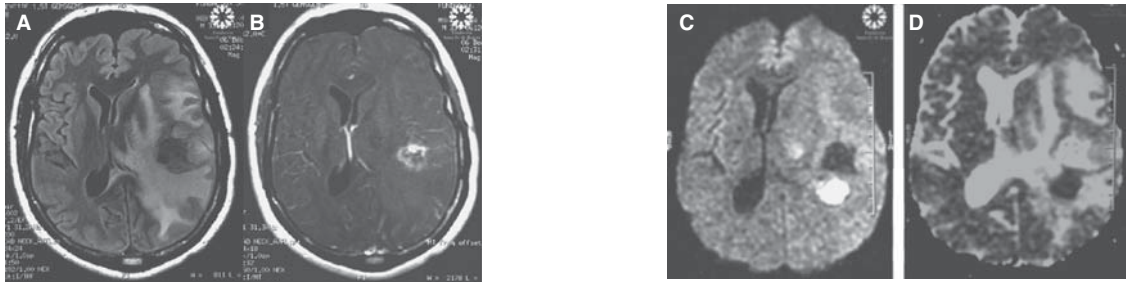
Oligodendroglioma grado III RM. A) Secuencia FLAIR. B) Secuencia eco de espín T1 con gadolinio. Realce de la lesión. C) Secuencia de difusión. D) Mapa de ADC, la lesión es hiperintensa en la secuencia de difusión y de baja señal en el mapa de ADC indicando que es una neoplasia de alto grado.
